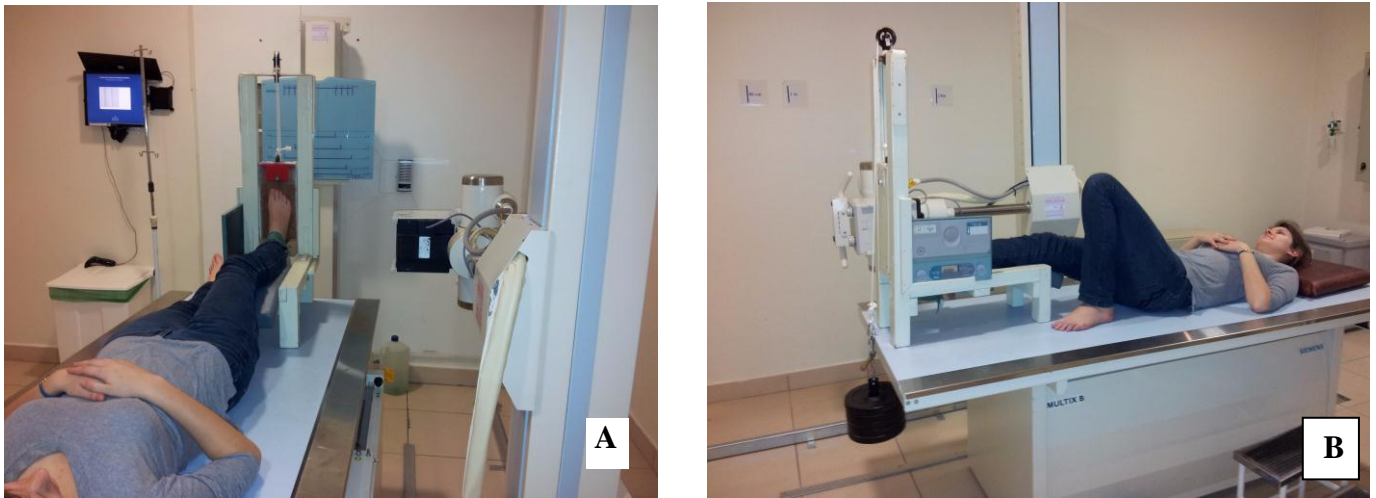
Mechanical device for performing the lateral stress radiography (anterior drawer)
